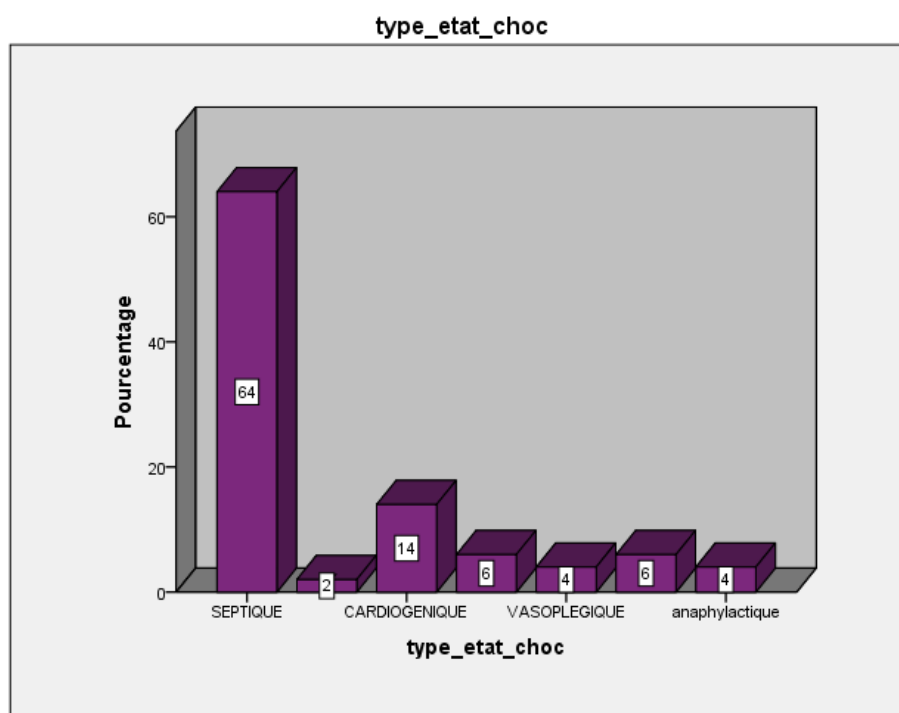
Répartition des états de choc des patients non monitorés par échocardiographie.
